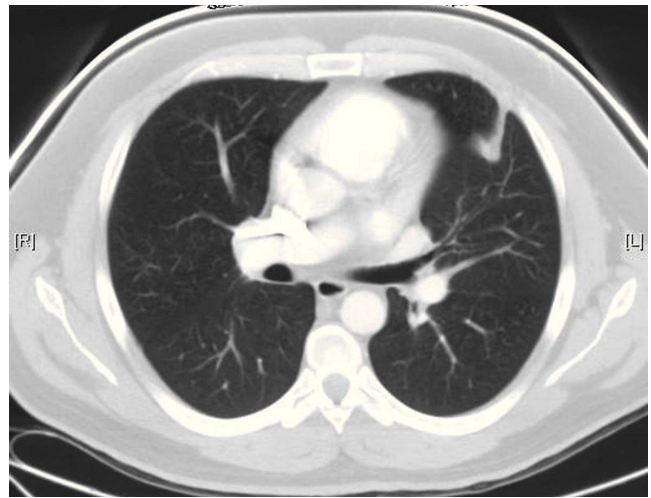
Tomografía computarizada torácica.
